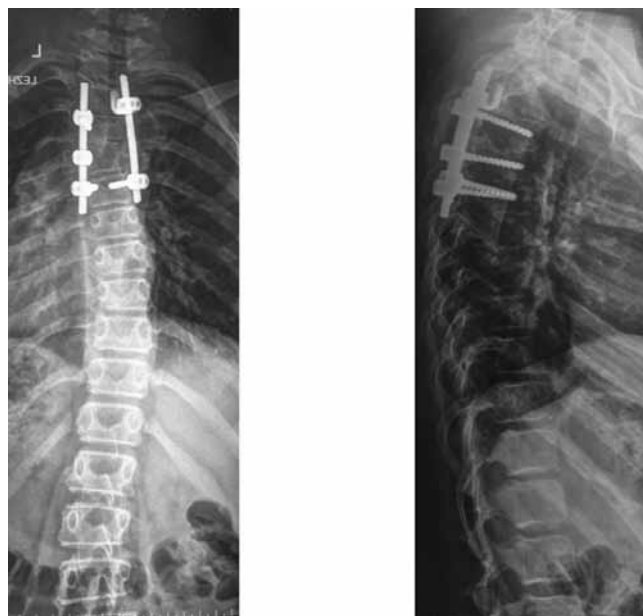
Рентгенограммы позвоночника пациентки Ф., 15 лет, в положении стоя без корсета
